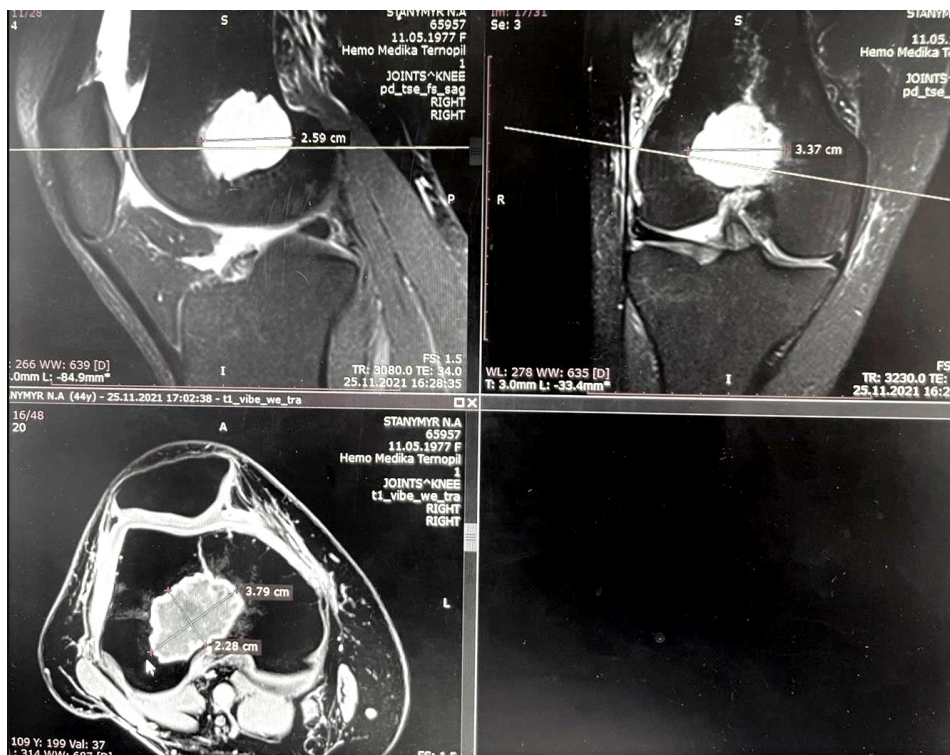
МРТ пацієнта, режим STIR. Енхондрома проксимального епіметафізу стегнової кістки. Доопераційне обстеження.
